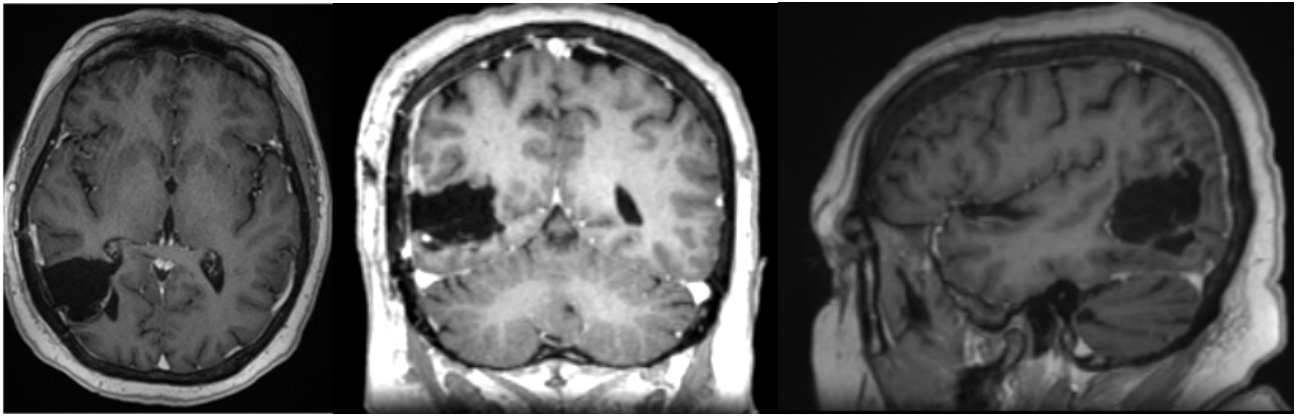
Контрольная МРТ головного мозга пациентки К., перед проведением курса лучевой терапии в режиме гипофракционирования с контрастным усилением в аксиальных, фронтальных и сагитальных срезах: визуализируется последствия перенесенного микрохирургического вмешательства в правой височной доле в виде резекции диаметром до 35 мм с контрастированием по периферии, данных за продолженный рост не получено
